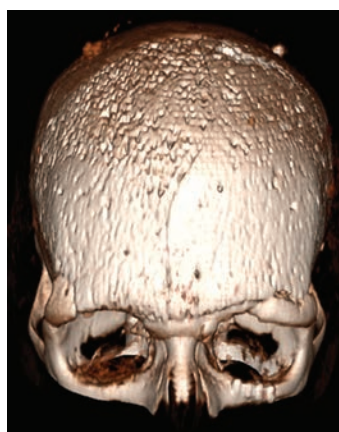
КТ больного Б., 17 лет, после замещения изъяна черепа
